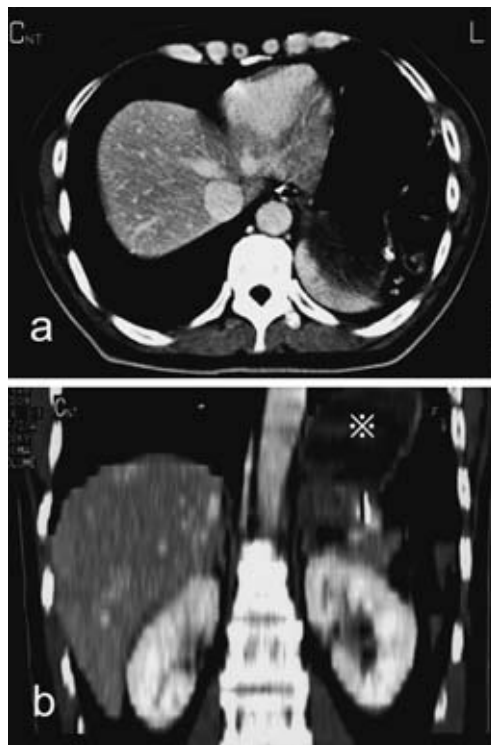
腹部CT検査 a:胃・脾臓の左胸腔内への脱出を認める。b:冠状断再構築画像により左横隔膜背側から脱出していることが示された(*)。
